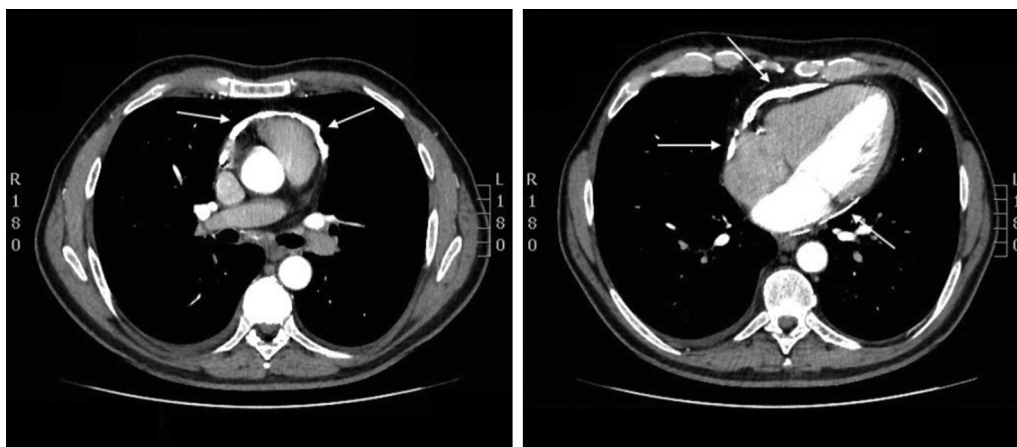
La tomografía computarizada demuestra intensa calcificación del saco pericárdico.
